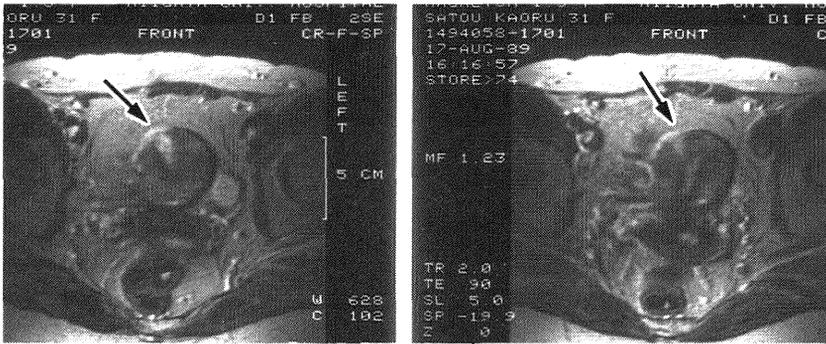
絨毛癌, MRI T2強調画像, 矢印: 絨毛癌
